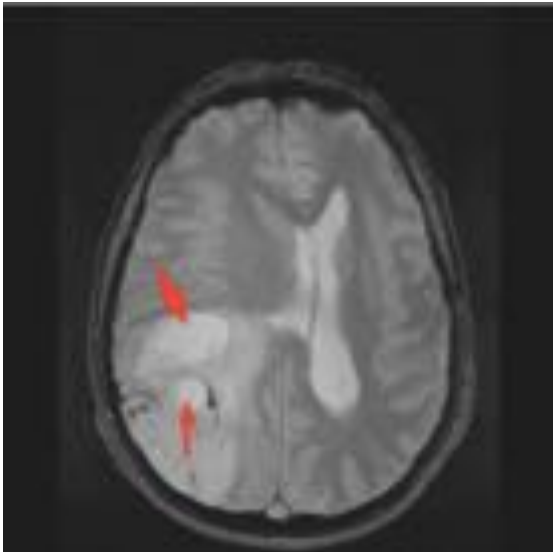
Paciente con ODG parietooccipital derecho. RM secuencia axial T2*: Se visualiza una masa parieto-occipital derecha con borramiento de surcos que desvía la línea media hacia la izquierda y colapsa casi en su totalidad al VL derecho. En el interior de la masa tumoral se identifican dos imágenes de morfología ovalada que se muestran hiperintensas y son sugerentes de lesiones quísticas (flechas).
